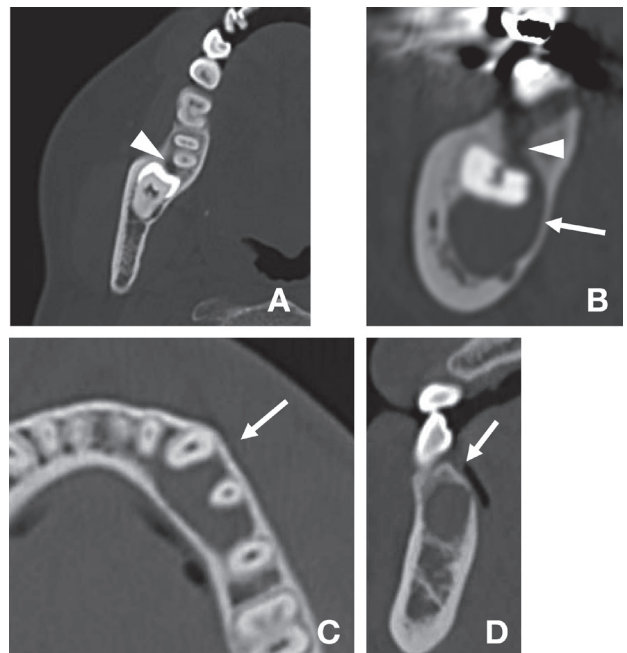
CT画像上での歯原性及び非歯原性腫瘍と導帯管との関係
